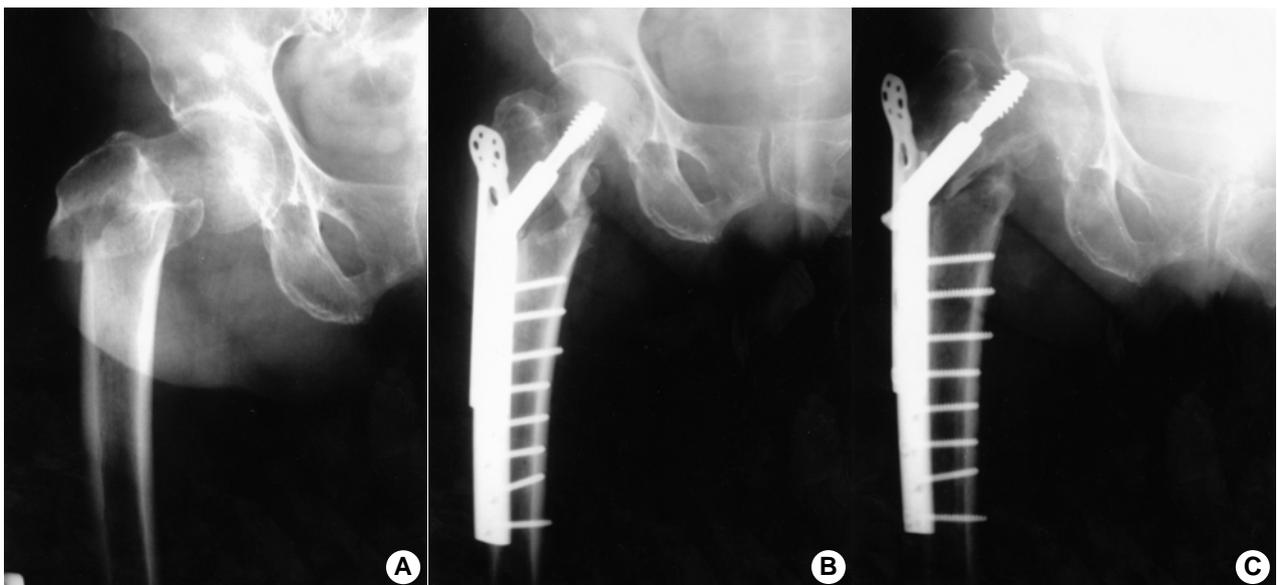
(A) Preoperative anteroposterior roentgenogram of 79 year-old female patient showed unstable type IV intertrochanteric fracture with reverse type according to Kyle's classification and Singh index was grade 1. (B) Immediate postoperative roentgenogram showed compression hip screw with trochanter stabilizing plate. (C) Postoperation 5 weeks, roentgenogram showed head perforation of the lag screw after walker walking.
